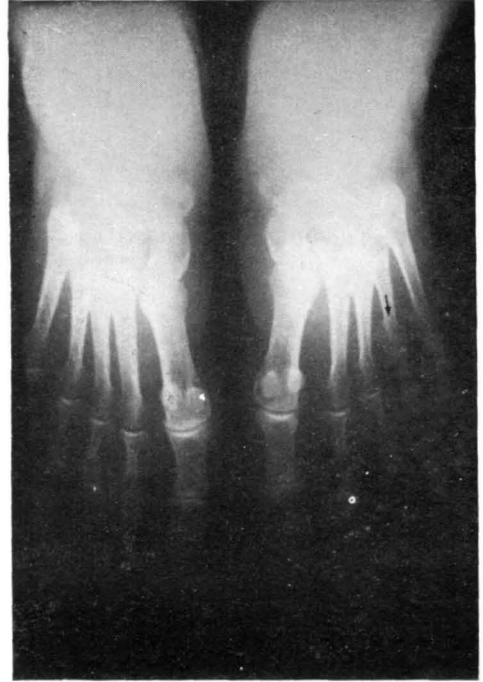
Caso núm. 3. Radiografía AP. de ambos pies, apreciándose el acortamiento del cuarto metatarsiano (braquimetatarsia) del pie izquierdo, siendo el derecho de aspecto normal.
